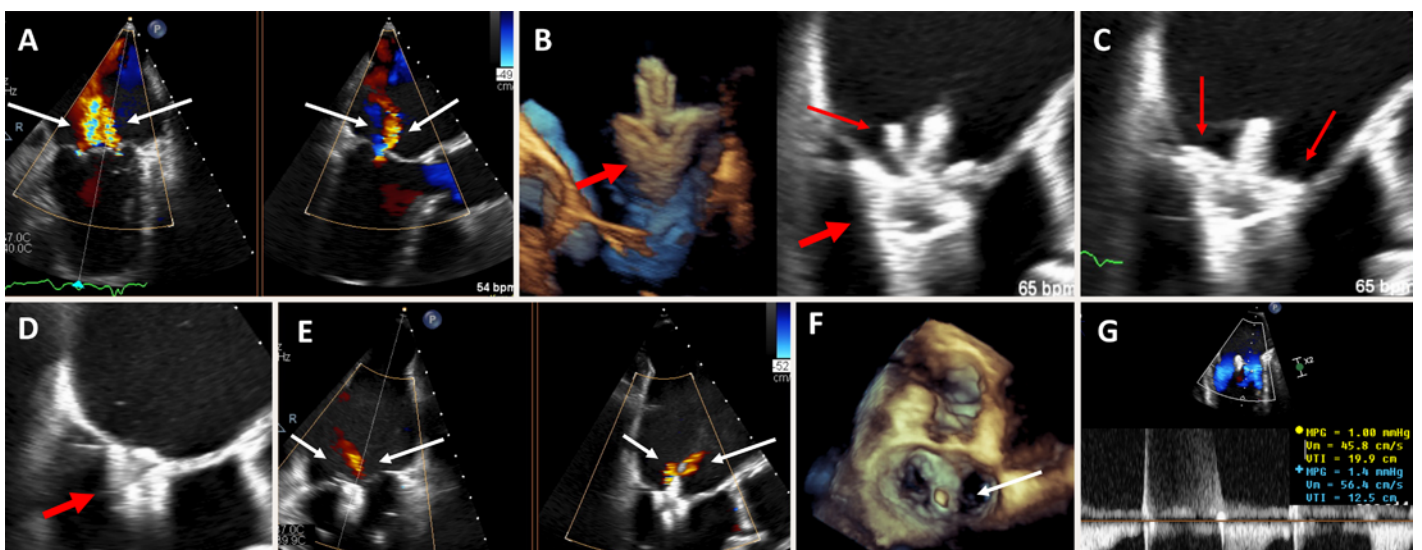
Transösophageale Echokardiographie während der Implantation eines PASCAL Reparatursystems bei schwerer funktioneller Mitralklappeninsuffizienz (MI). A) Schwere funktionelle MI, dargestellt im Farbdoppler (weisse Pfeile); B) zuerst Positionierung des PASCAL Reparatursystems im Bereich der MI (dünner Pfeil: «clasps», dicker Pfeil: «paddles»); C) Ergreifung des anterioren und posterioren Mitralklappensegels mit den «clasps» (rote dünne Pfeile); D) Schliessen der «paddles» (Pfeil); E) Ergebnis nach Absetzen des PASCAL Reparatursystems, zu sehen ist nur noch leichtgradige MI (weisser Pfeil); F) Darstellung der guten Position des PASCAL Reparatursystems in der 3D-Echographie (weisser Pfeil: PASCAL Reparatursystem, vom Vorhof aus gesehen); G) Gradient über der Mitralklappe nach der Intervention (1,4 mm Hg).
